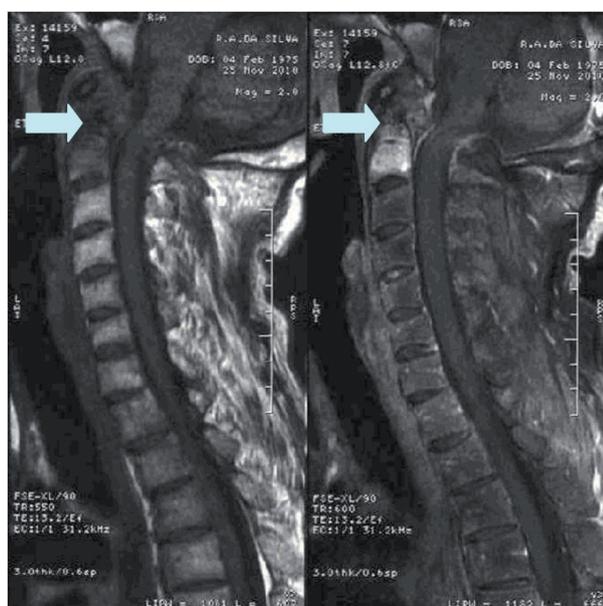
RM (Nov/2010) demonstrativa de subluxação atlantoaxial.
